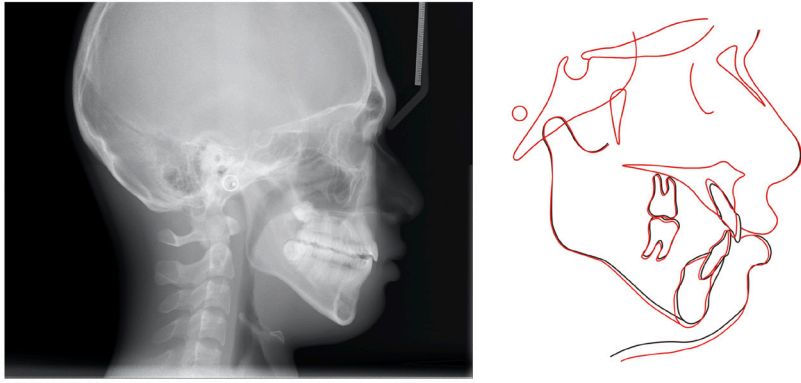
Posttreatment lateral cephalometric radiograph and cephalometric superimposition (Case 2).
